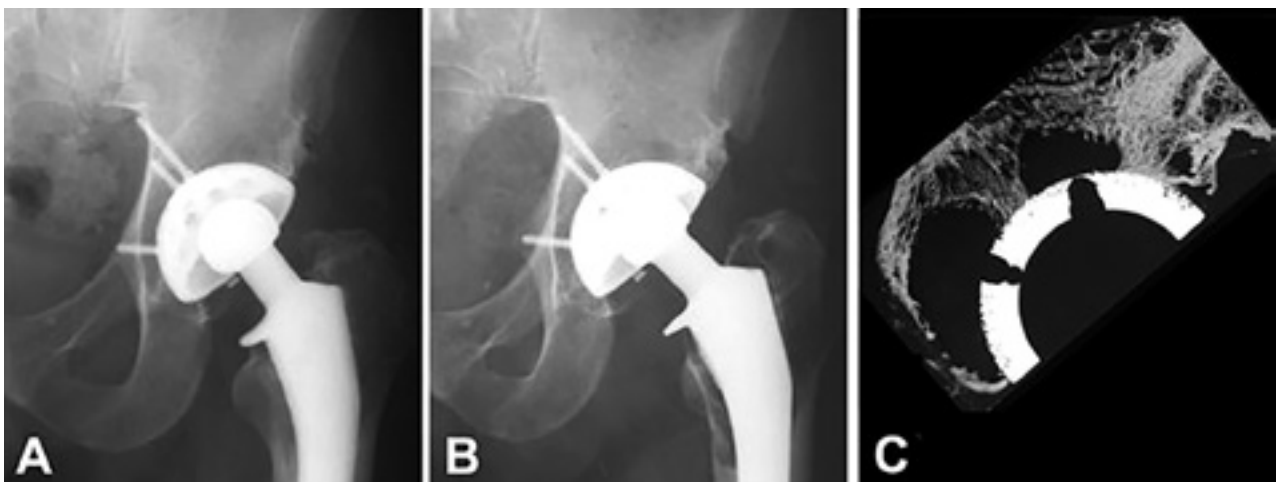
A) Radiografía 10 años post-implantación. B) 21 años post-implantación con cambios mínimos evidentes en la estructura del hueso pericotiloideo. C) Granulomas masivos en la microradiografía de contacto de una sección central del cotilo, recuperado en autopsia 21 años post-implantación.
